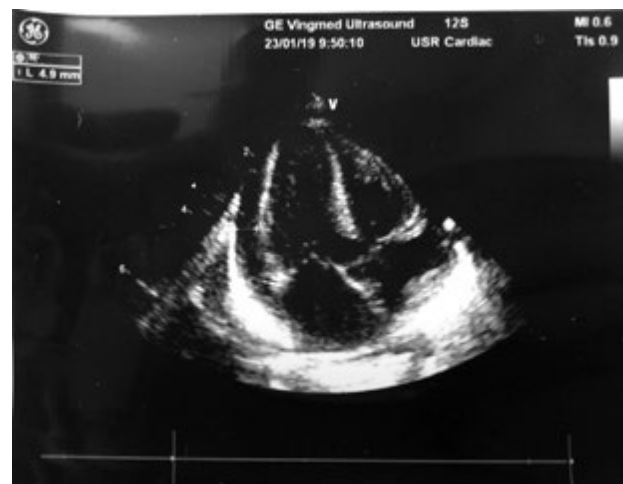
Эхокардиограмма больной.
